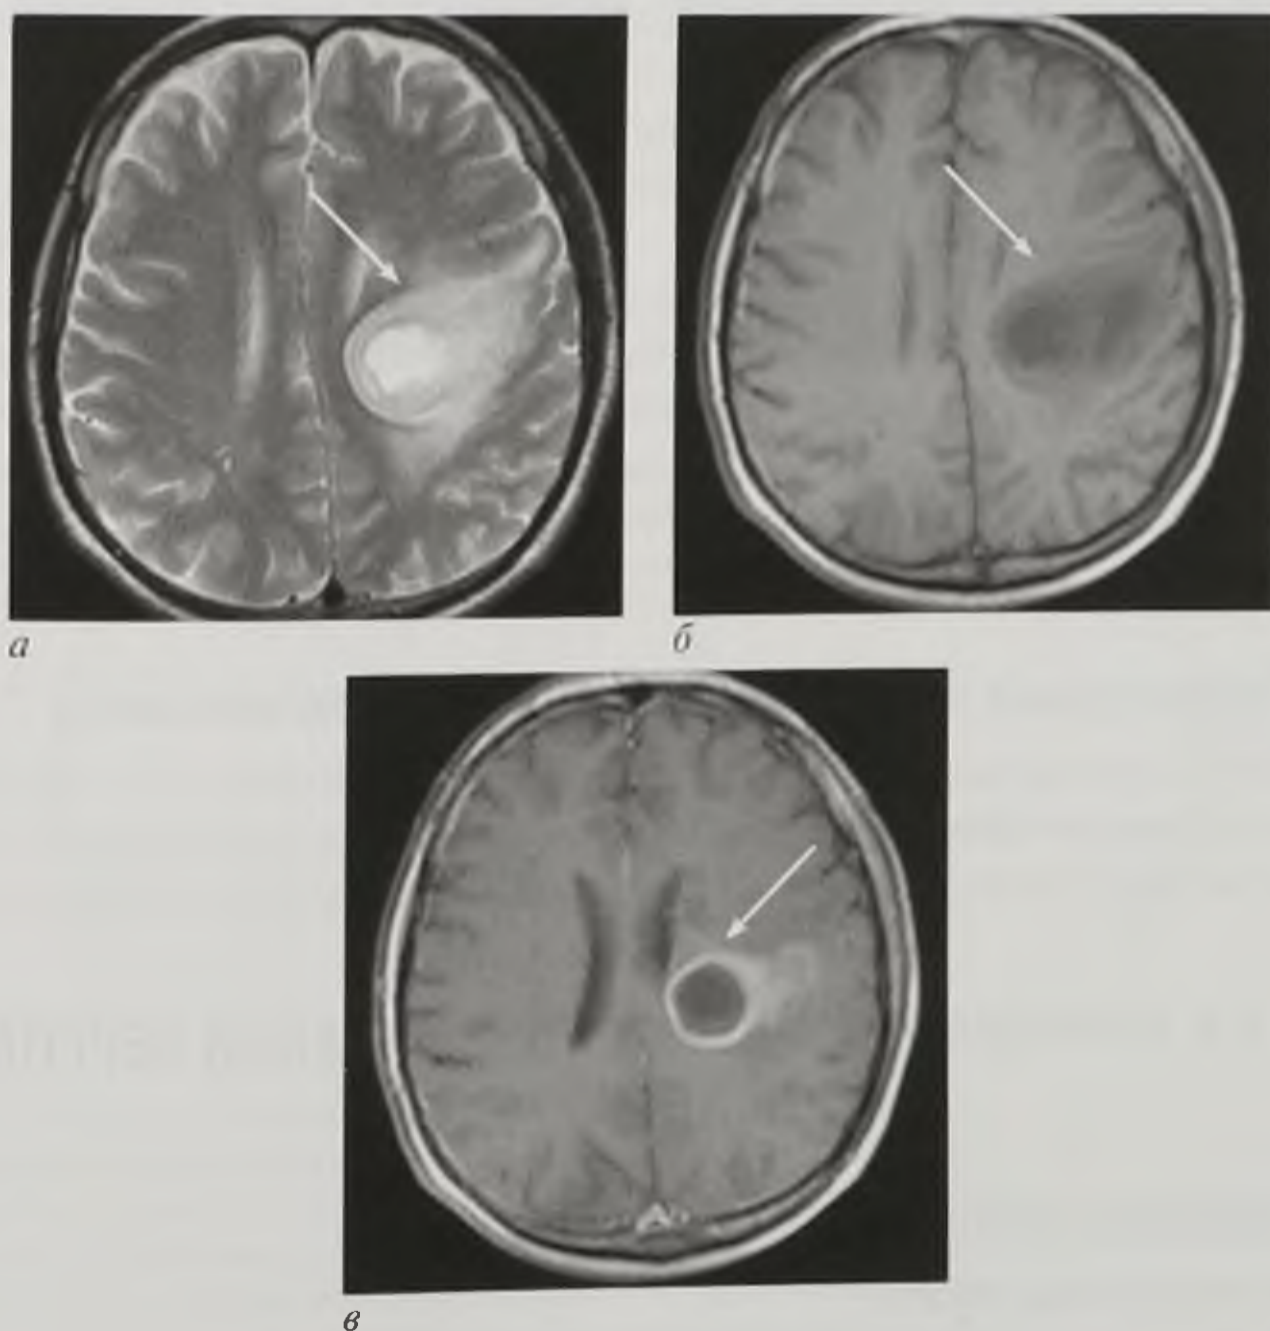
Магнитно-резонансные томограммы в аксиальной плоскости, T2-взвешенное изображение (а), T1-взвешенное изображение до (б) и после (в) контрастирования. Абсцесс головного мозга. Капсула абсцесса интенсивно накапливает контрастное вещество (стрелки)
